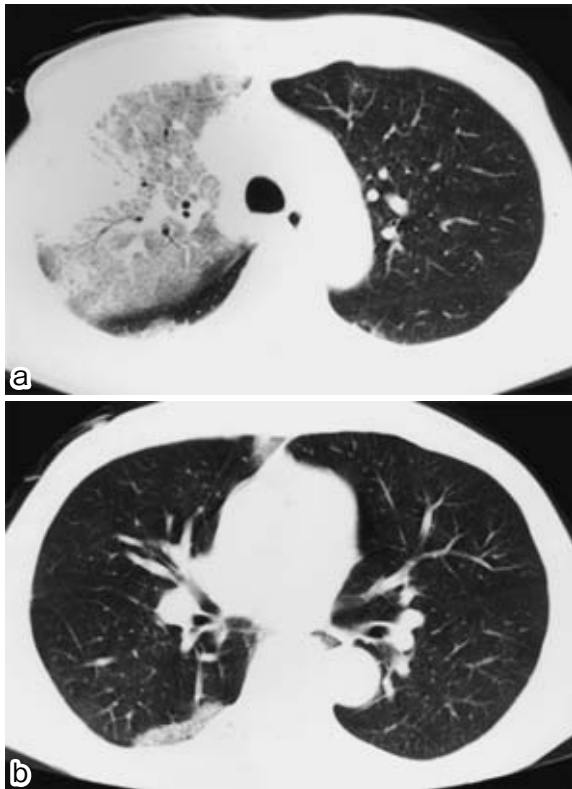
Chest CT on May 22 reveals consolidation in the right lung field.
